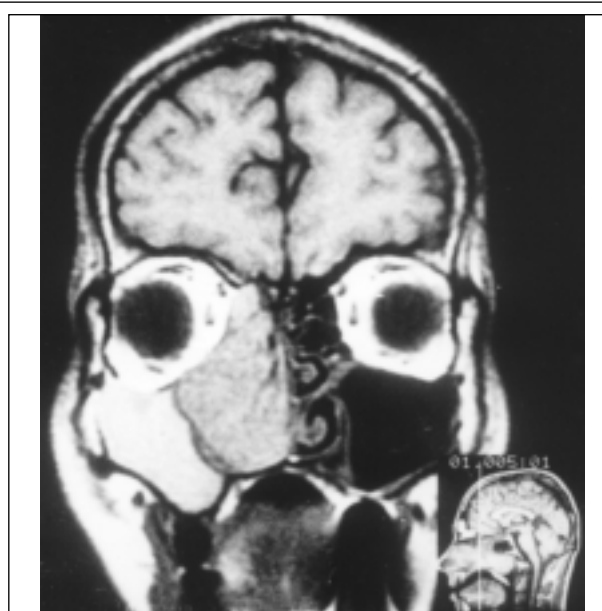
Томограмма лицевого скелета больного Ю. с ангиофибромой. Фронтальная проекция. Опухоль занимает правую гайморову пазуху, полость носа и клетки решетчатого лабиринта
